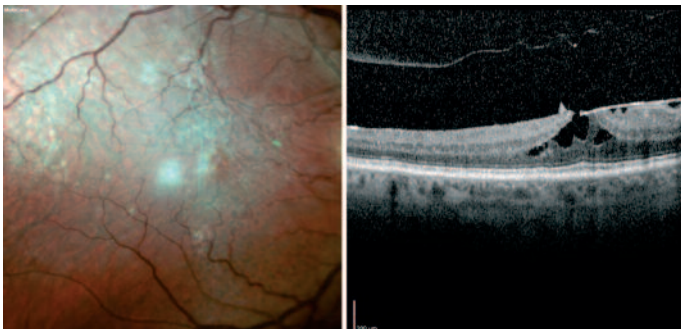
Fundusaufnahme eines rechten Auges mit deutlicher oberflächlichen Fältelung der Netzhaut und Gefäßverzweigungen bei idiopathischer epiretinaler Gliose (Gass Stadium 1) und Makulaschichtforamen. In der Optischen Kohärenztomographie (OCT) lässt sich der persistierende lamelläre Makuladefekt mit verstrichener Fovea gut beurteilen. Der Patient gibt keine Metamorphopsien an und hat einen Dezimalvisus von 0,7 bei klinisch signifikanter Katarakt.
